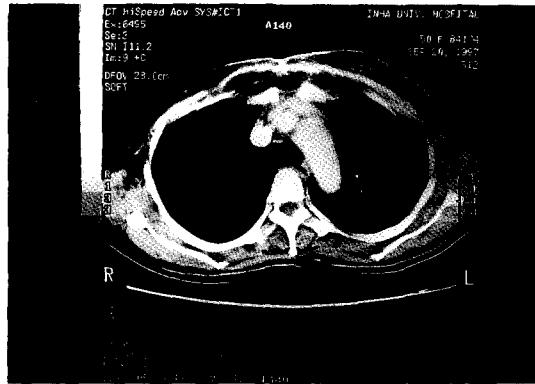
Chest CT on POD 53 shows the upper mediastinal space filled with omental free graft and its vascular markings.
